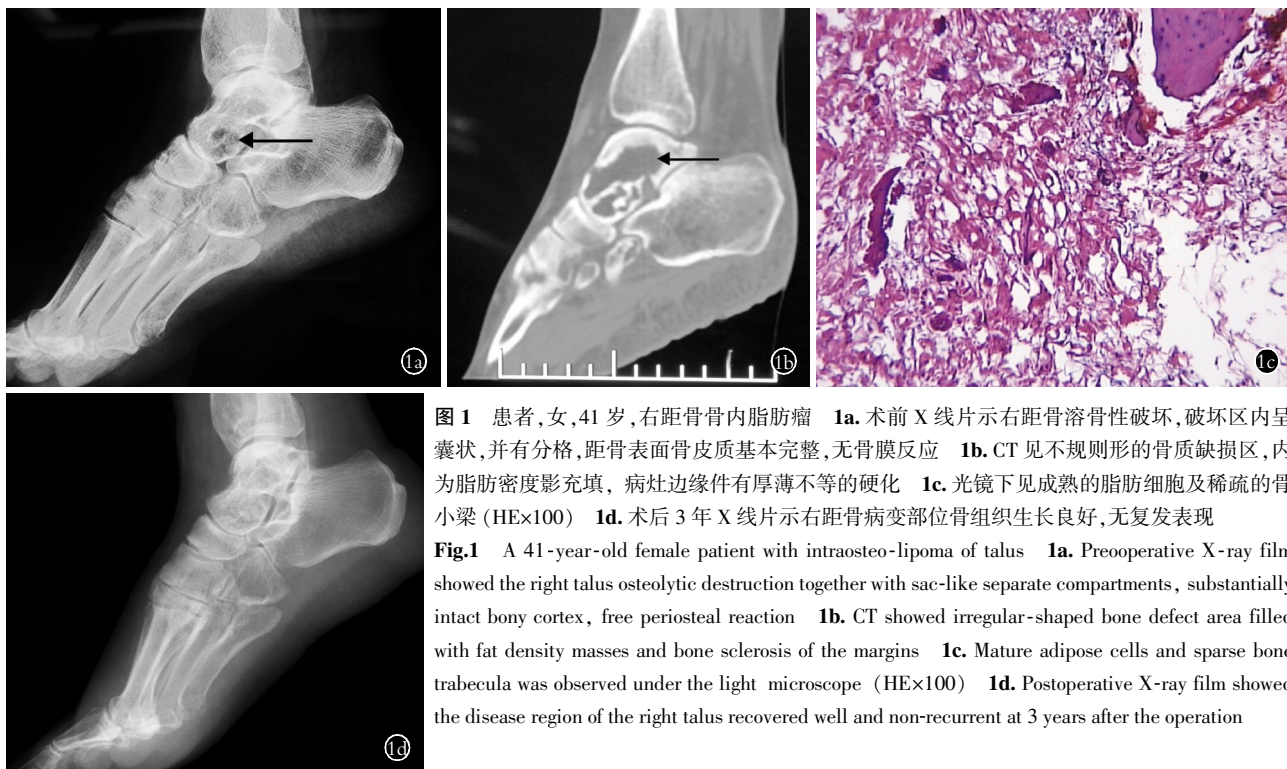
患者, 女, 41 岁, 右距骨骨内脂肪瘤 1a. 术前 X 线片示右距骨溶骨性破坏, 破坏区内呈囊状, 并有分格, 距骨表面骨皮质基本完整, 无骨膜反应 1b. CT 见不规则形的骨质缺损区, 内为脂肪密度影充填, 病灶边缘伴有厚薄不等的硬化 1c. 光镜下见成熟的脂肪细胞及稀疏的骨小梁 (HE×100) 1d. 术后 3 年 X 线片示右距骨病变部位骨组织生长良好, 无复发表现
